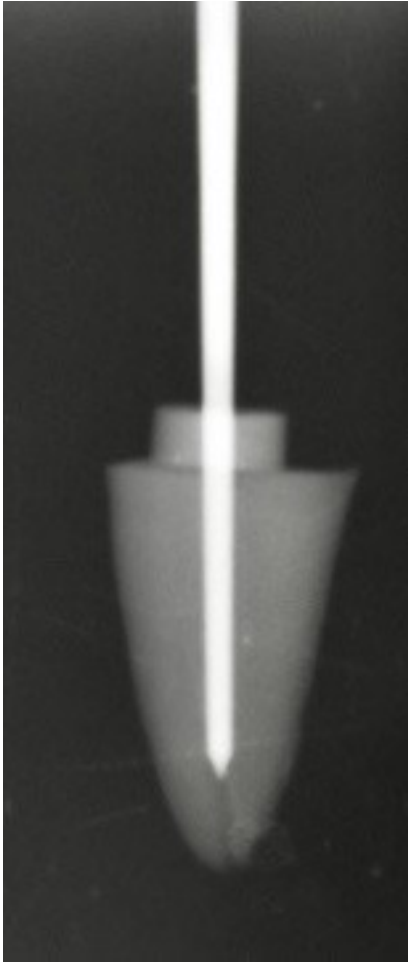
Röntgenaufnahme eines Versuchszahns mit eingepasstem Spreader
